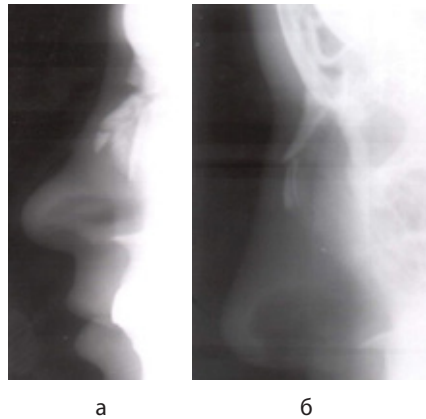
а, б - Рентгенограмма наружного носа в сагиттальной проекции (перелом костей наружного носа со смещением).
